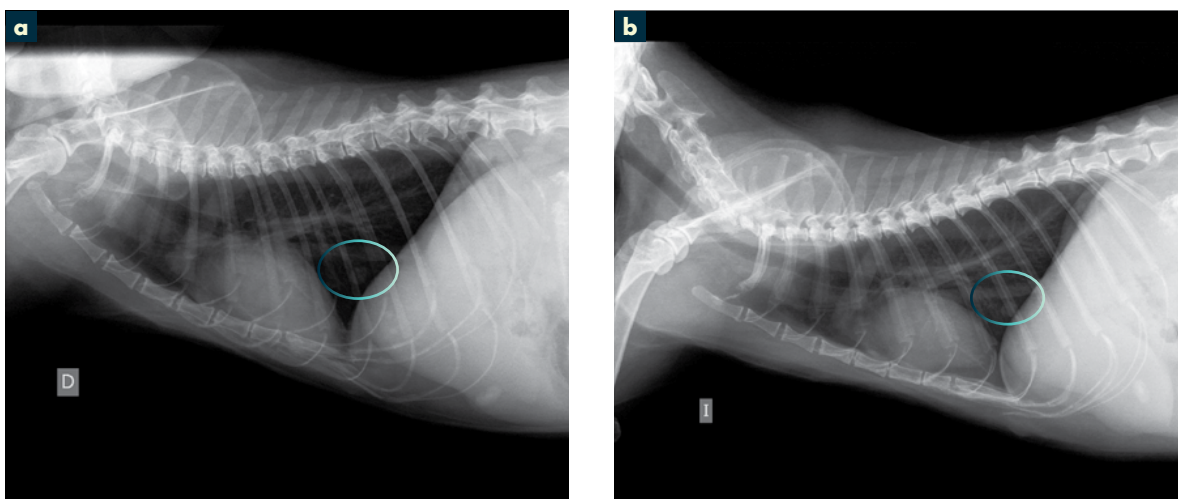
a y b. Radiografías de tórax en las que se observan estructuras nodulares compatibles con metástasis a distancia. (Servicio de Diagnóstico por Imagen HCVC.)
